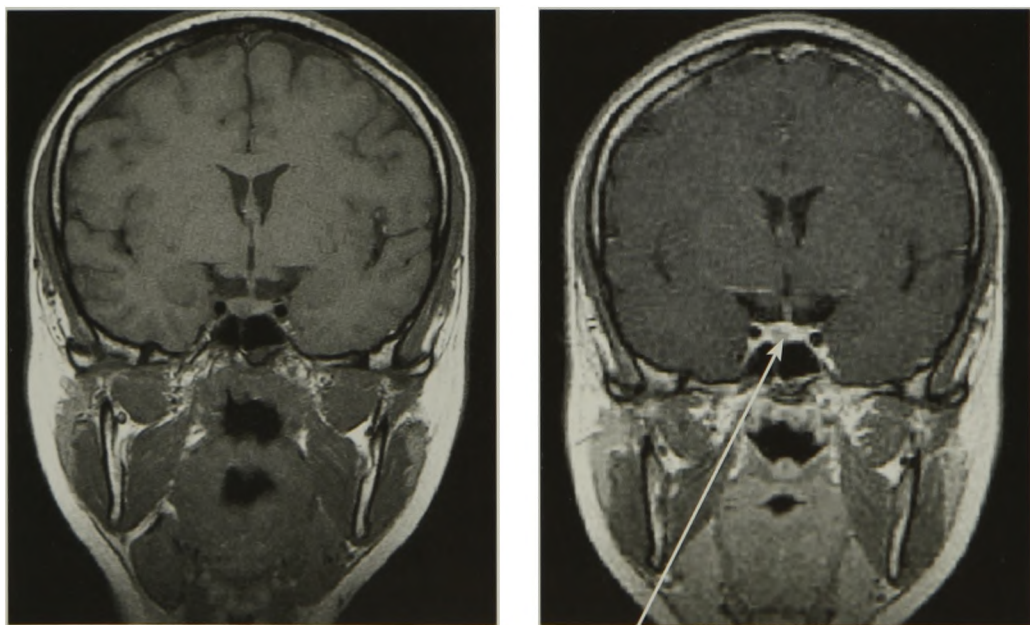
МРТ. Микроаденома гипофиза
